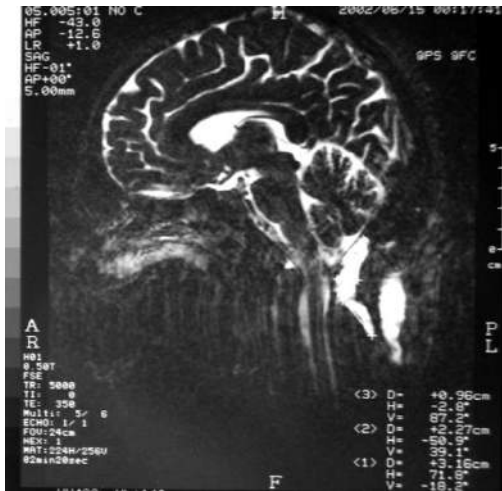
МРТ, сагиттальная проекция, больной 43 лет (и.б. № 1088, 2002) с мальформацией Киари I типа через месяц после операции. В области краниовертебрального стыка определяется экстрадуральное скопление жидкости. Выявляется сообщение между субарахноидальным пространством и экстрадуральной кистой
